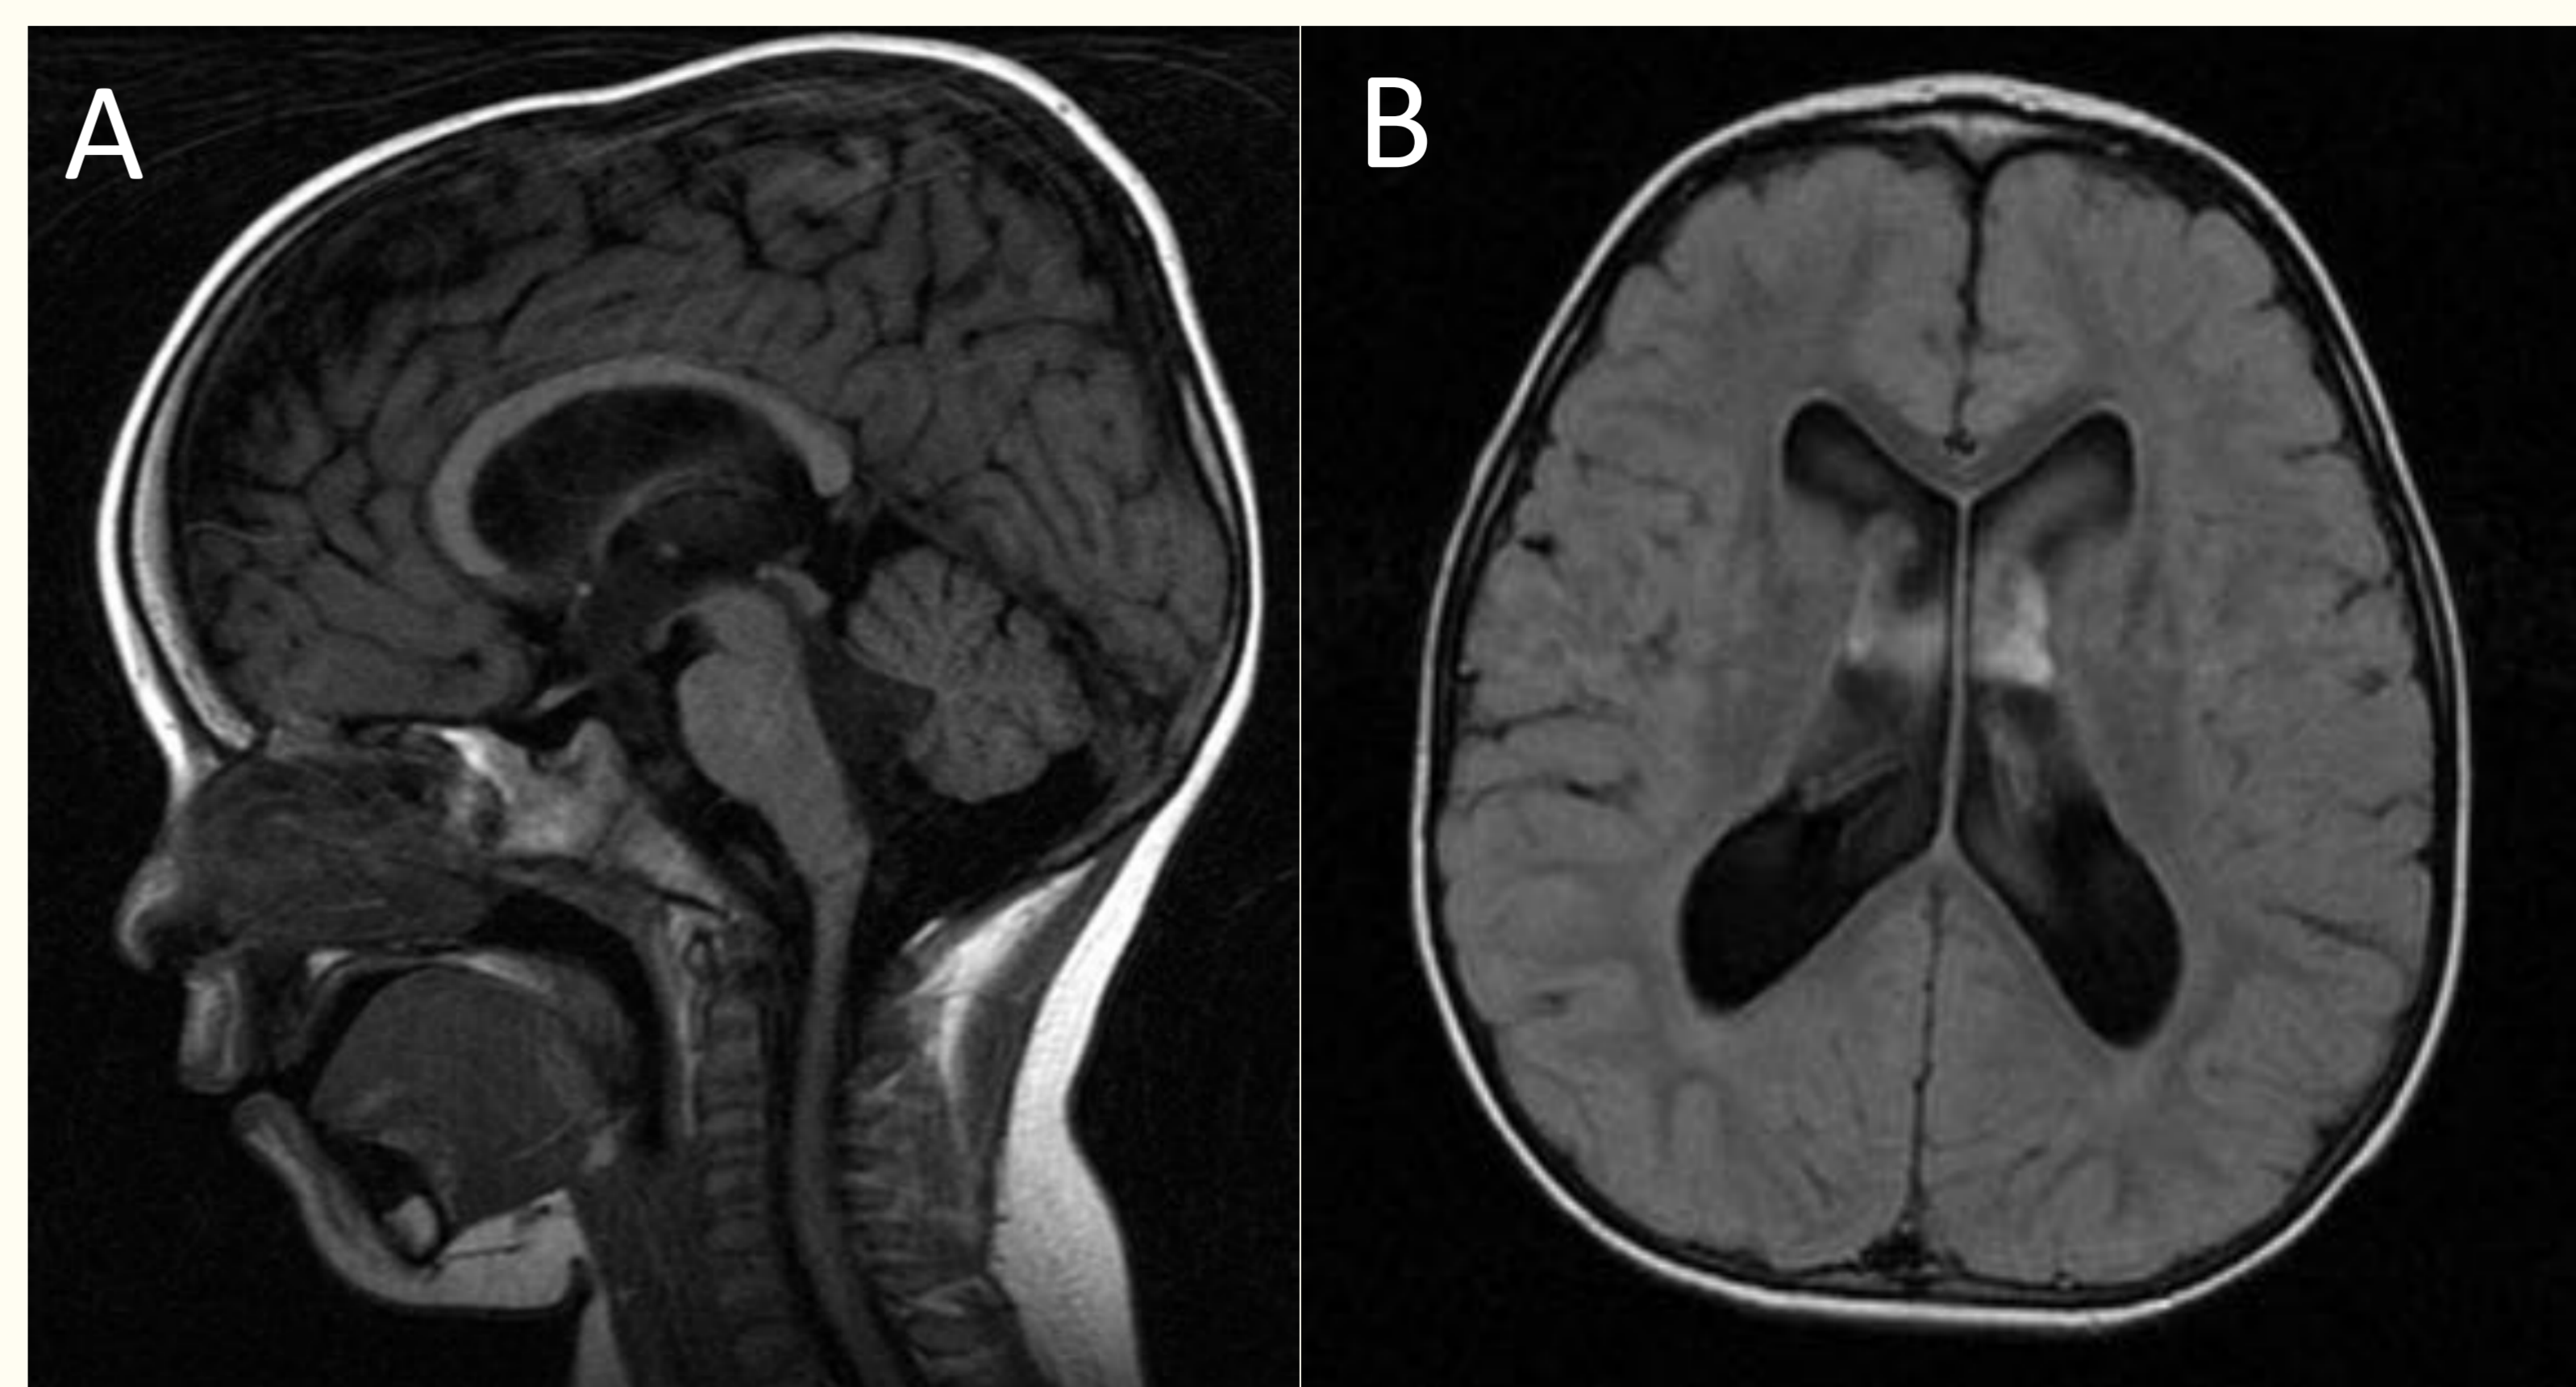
paciente con quiste de la bolsa de Blake: se observa hidrocefalia tetraventricular y una lesión quística en fosa posterior con dilatación del IV ventrículo. A: corte sagital T1. B: corte axial T2-FLAIR.
